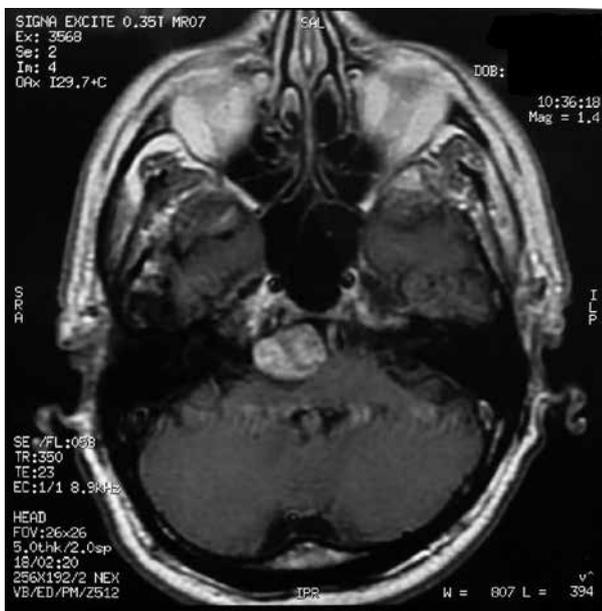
МРТ пациента С. до операции. T1 ВИ с парамагнетиком в аксиальной проекции на уровне нижних отделов IV желудочка. Новообразование интенсивно неоднородно накапливает парамагнетик. Симптом «дурального хвоста» отсутствует
